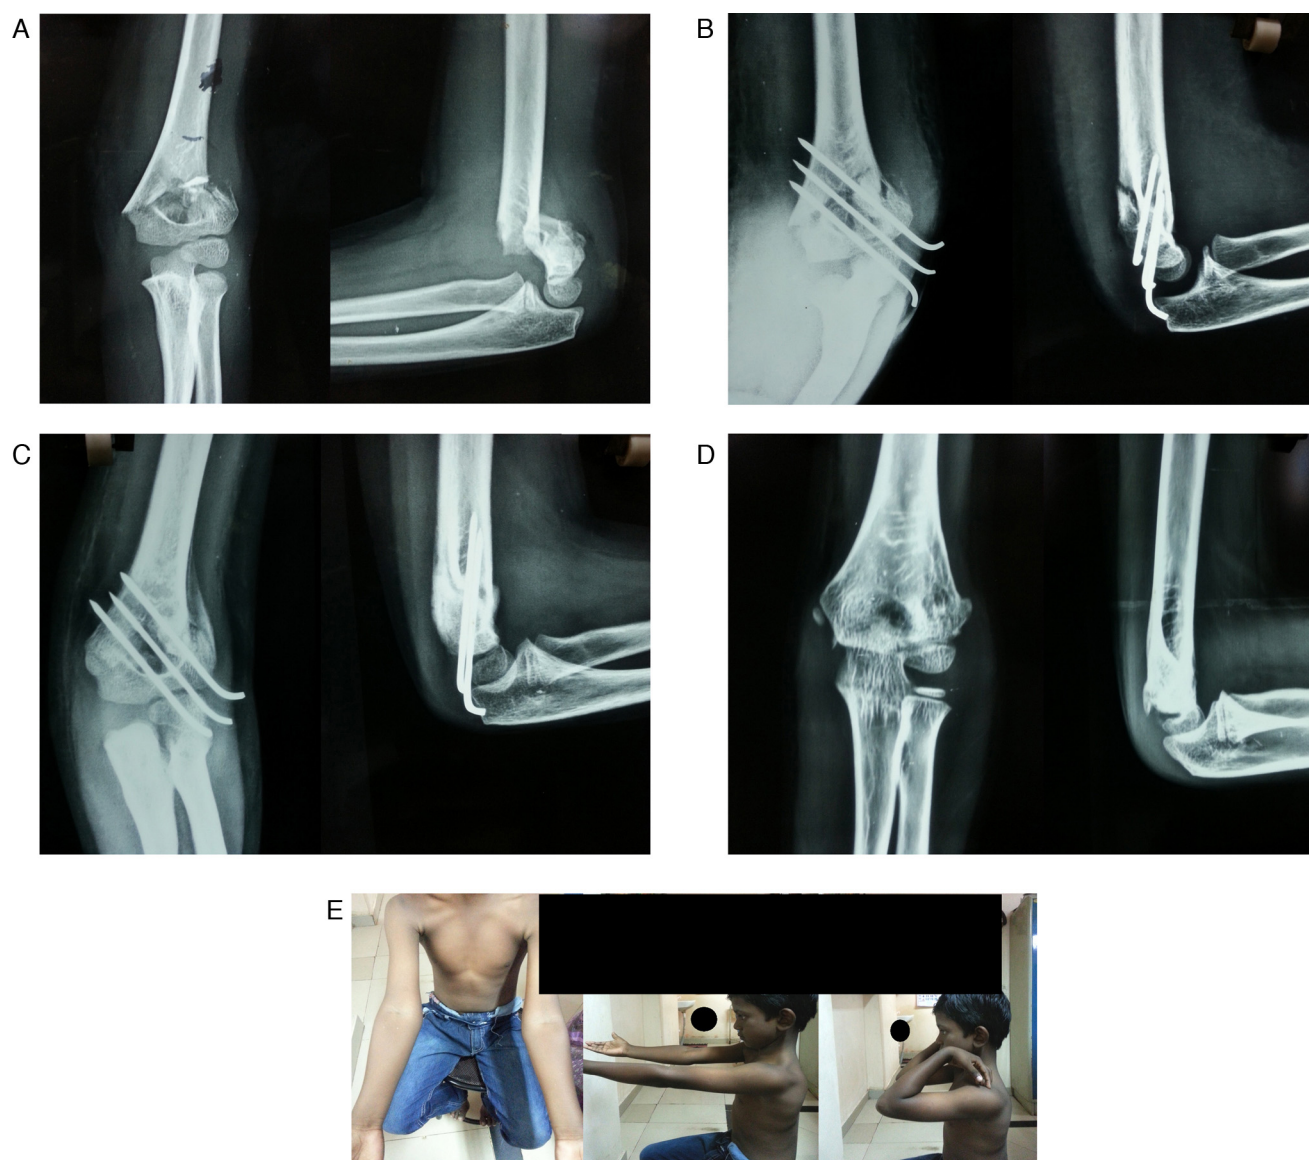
(A) Radiografias pré-operatórias de fratura supracondiliana em paciente de seis anos com obliquidade lateral; (B) radiografia pós-operatória imediata com redução satisfatória; (C) radiografia de acompanhamento de quatro semanas mostra boa união óssea radiológica; (D) radiografia de acompanhamento de dez semanas mostra excelente união óssea radiológica após a remoção do pino; (E) imagem clínica mostra amplitude de movimento total com excelente classificação nos critérios de Flynn.
